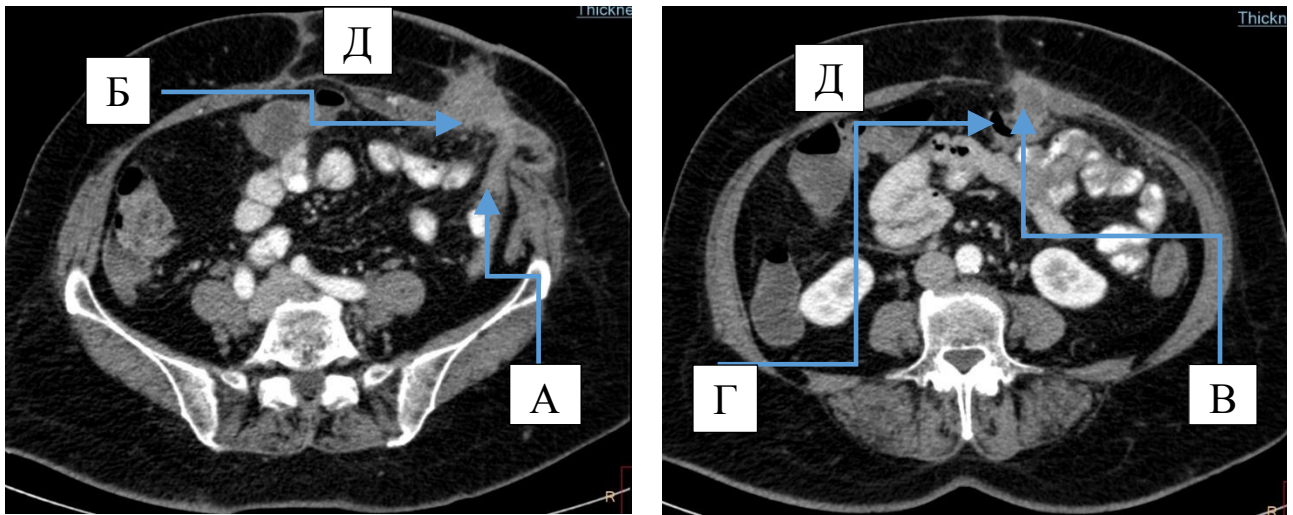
Компьютерные томограммы брюшной полости больной С. а/к, №6694-16: А — сигмовидная кишка (престомальный отдел); Б — сливные карциноматозные узлы в области сигмостомы; В — карциноматозный узел, врастающий в петлю тонкой кишки и переднюю брюшную стенку; Г — тонкая кишка; Д — передняя брюшная стенка
